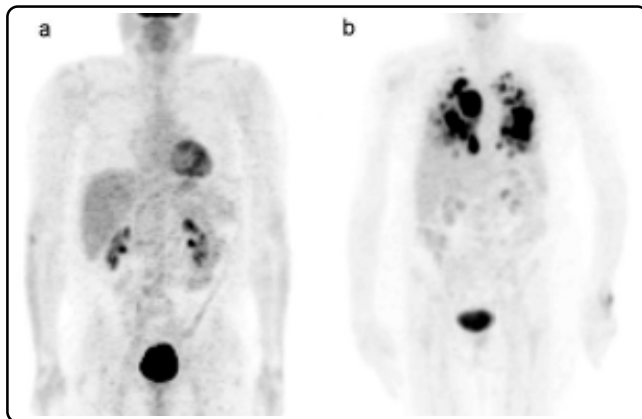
Estudios PET de cuerpo completo empleando al radiofármaco $[^{18}\text{F}]\text{-FDG}$. a) Estudio normal y diagnóstico negativo en la proliferación celular de cáncer y b) estudio con diagnóstico positivo en la proliferación celular de cáncer con múltiples metástasis localizados en pulmón.
